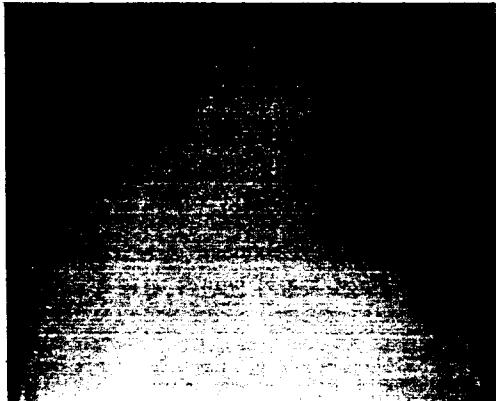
Immediate postoperative chest X-ray in case I.
